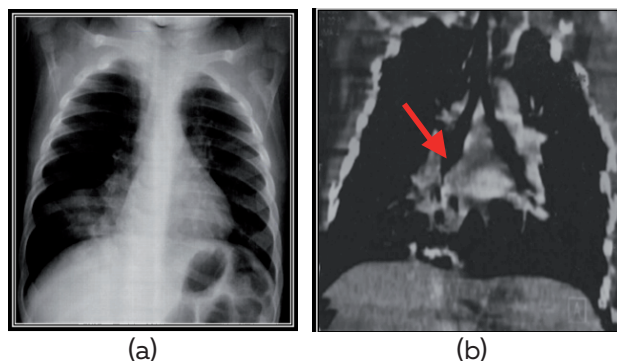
Imagerie thoracique : atélectasie du lobe moyen et foyer pulmonaire du lobe inférieur droit à la radiographie du thorax (a), granulome obstructif en regard de la pyramide basale droite au scanner thoracique (coupe sagittale) (b)
